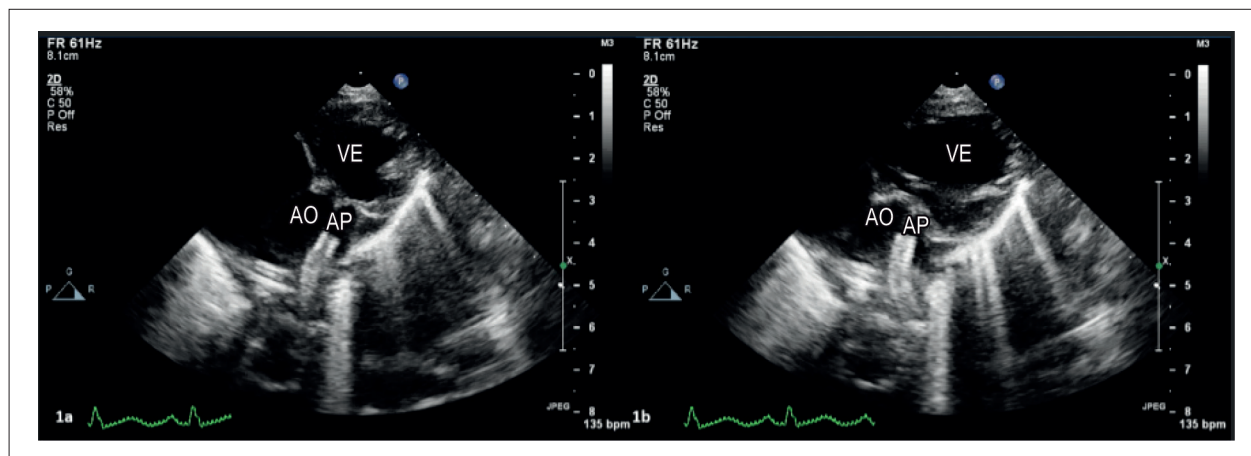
Imagens estáticas da ecocardiografia transtorácica do paciente em projeção paraesternal de eixo curto modificada na sístole (painel 1a) e diástole (painel 1b) mostram diferença marcante no eixo longo do stent no ducto arterial.
